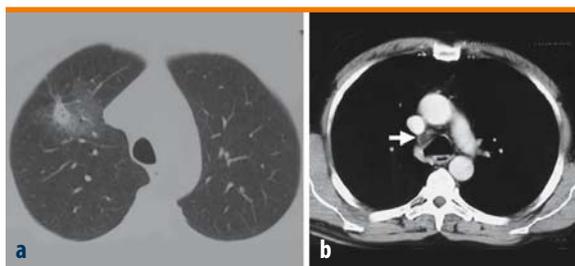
a, b. Paziente con nodulo neoplastico del lobo polmonare superiore destro (a). La TAC del torace evidenziava linfonodo ingrandito (1,8 cm) in regione paratracheale destra (4R) (b, freccia). La TBNA effettuata durante la prima broncoscopia sulla parete anterolaterale destra della trachea (2° spazio intercartilagineo al di sopra della carina) dimostrava un quadro di adenocarcinoma. Il caso era stadato come IIIA e posta indicazione a terapia neoadiuvante
